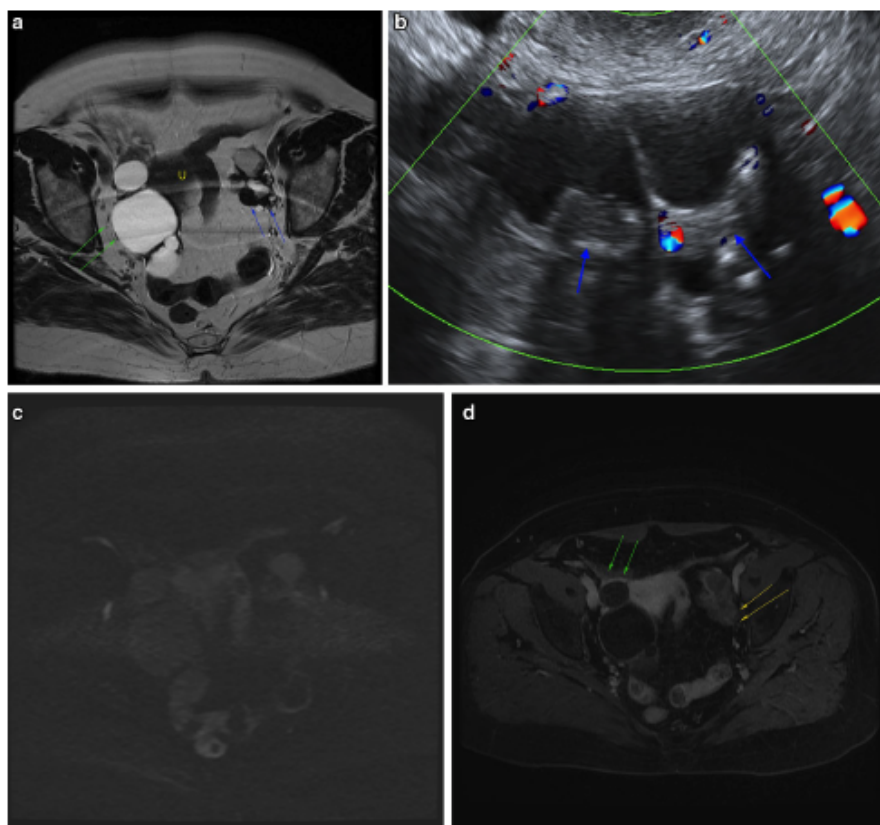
Serous cystadenofibroma of left ovary (ADNEX MR score 2) and serous cystadenoma of right ovary (ADNEX MR score 3) in a 58-year-old woman. a Axial T2-weighted spin-echo image demonstrates left ovarian cystic mass with solid component with low T2 signal (blue arrows) and a right ovarian multiloculated mass with coarse septa in right ovary (green arrows). *U* UTERUS. b Ultrasound image with doppler reveals a left ovarian multiloculated cystic mass with two solid papillary projections (blue arrows) and color score=3.
